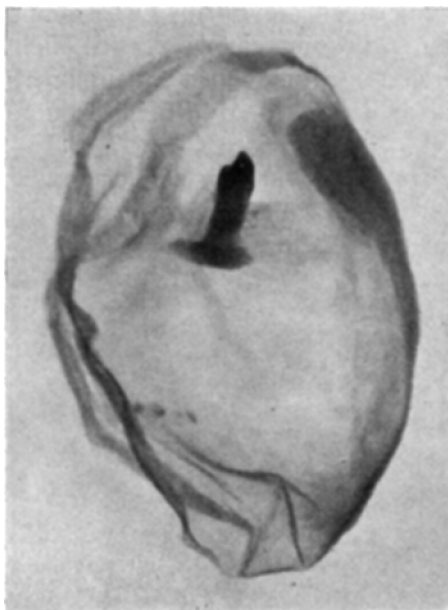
Röntgenbild des exstirpierten Ovarialdermoids. Eckzahn mit Alveole. Deutlicher Wurzelkanal.
